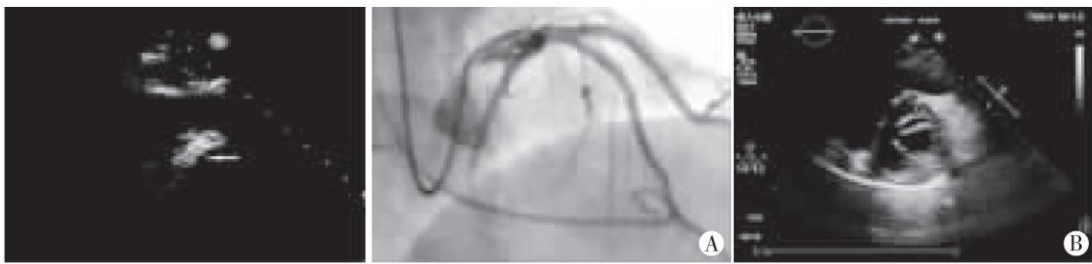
超声造影显示增厚的室间隔显影(箭头示) A: 冠状动脉造影显示弹簧圈位置; B: 超声心动图显示弹簧圈位置(箭头示)。
